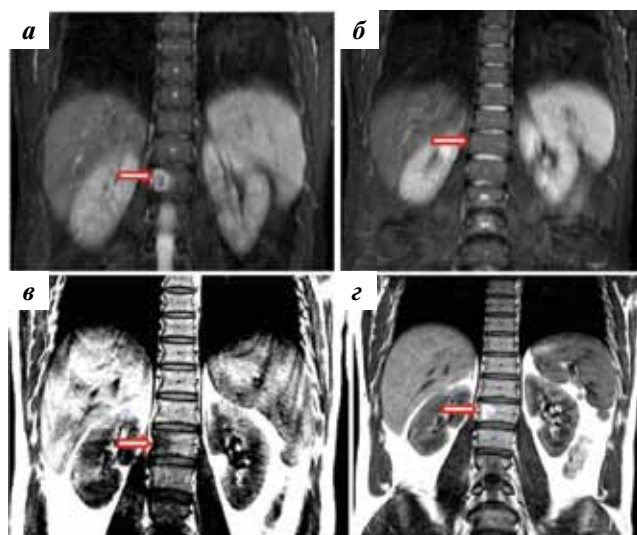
Полное восстановление МР-сигнала от очага поражения КМ (стрелки) в теле Th10 позвонка после 6 циклов ПХТ. На МРТ в режиме STIR (а, б) четко визуализируется исчезновение инфильтративных изменений КМ с замещением их жировым КМ, хорошо дифференцируемым на T1-ВИ (в, г)
